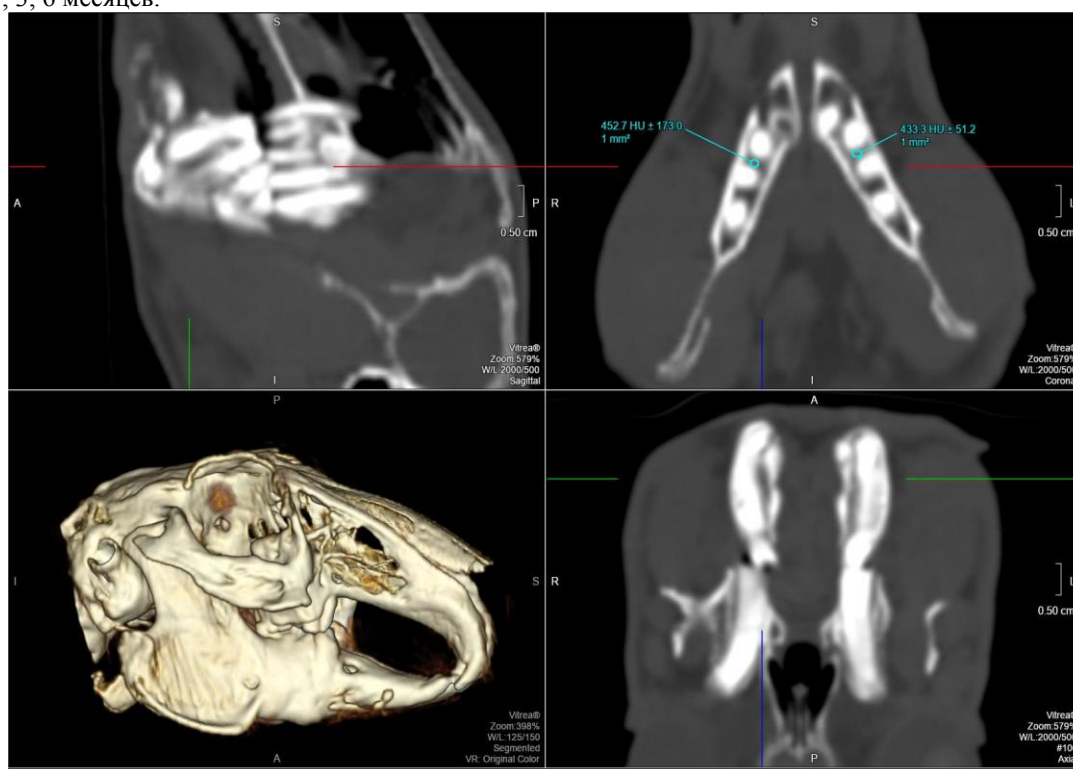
Компьютерная томография головы кролика (1 месяц), аксиальная, сагиттальная и фронтальная плоскости, 3D-модель. Режим костной реконструкции. Толщина слоя: 1 мм. Измеряется плотность губчатой кости в толще нижней челюсти справа и слева на уровне вершечек 2 и 3 зубов, на расстоянии 3 мм от кортикальной пластины, площадь измерения – 1 мм<sup>2</sup>. Плотность костной ткани в области имплантации стволовых клеток справа соответствует  $+452,7 \pm 173$  ед. HU (единиц Хаунсфилда), плотность костной ткани слева (без имплантации) –  $+433,3 \pm 51,2$  единицы HU.
